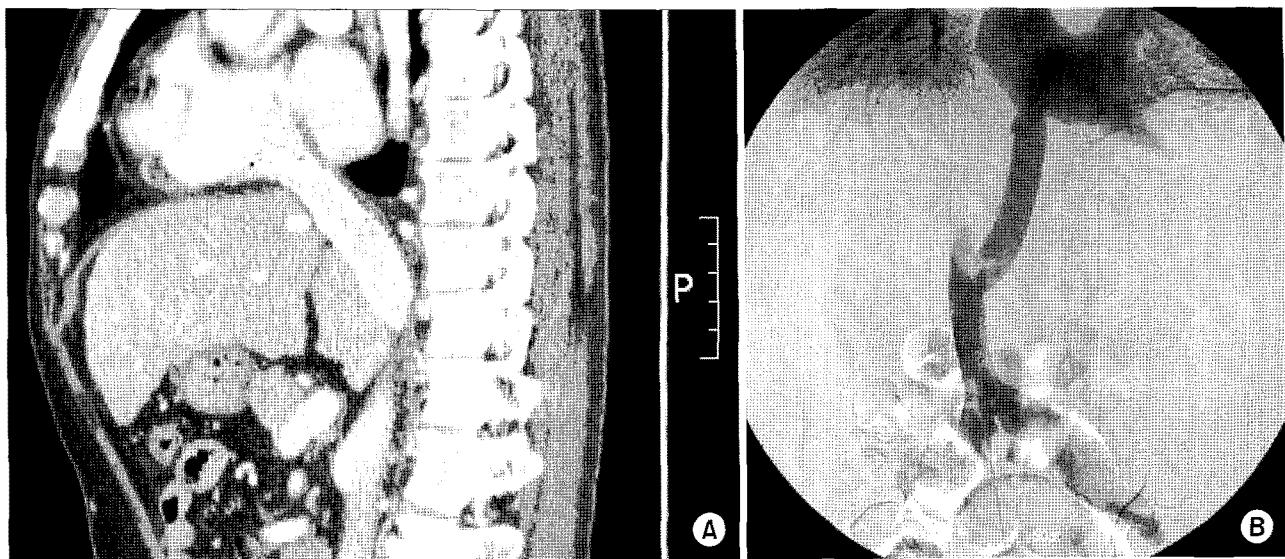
(A) Postoperative sagittal section of CT shows the ringed PTFE graft & Endovascular stent. (B) Postoperative venocavography shows the IVC grafted state with good blood flow.
